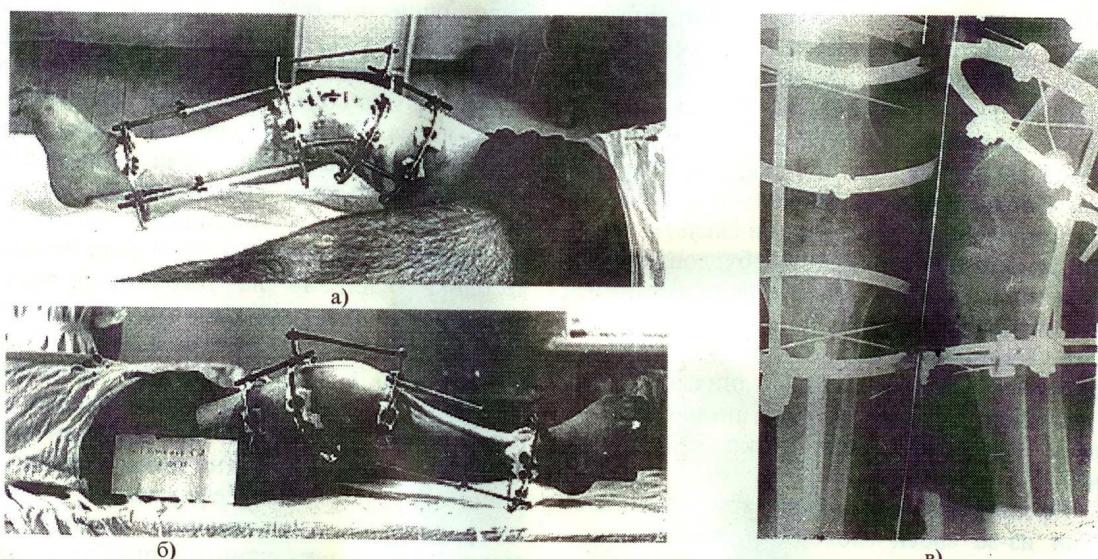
Больной Галонов, 18 лет: а), б) через 7 дней после операции; в) рентгенограммы коленного сустава после чрескостного остеосинтеза и шарнирной остеотомии.
